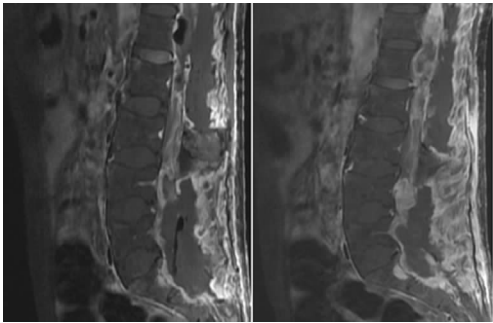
矢状位强化 MRI 示, MPE 位于 T11- S2 水平的椎管内, 为高信号的包块阴影
